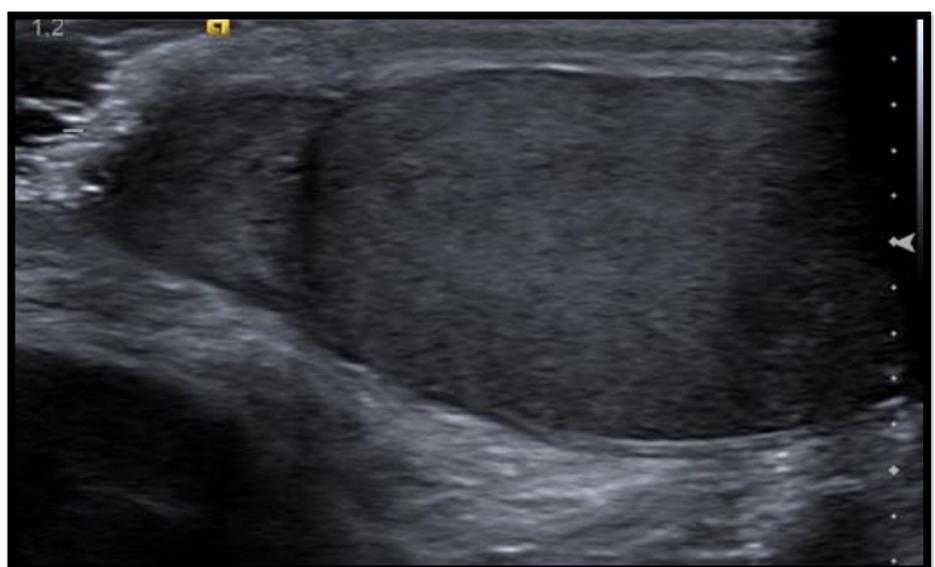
Ecografía escrotal donde se visualiza un teste y epidídimo de características normales.
